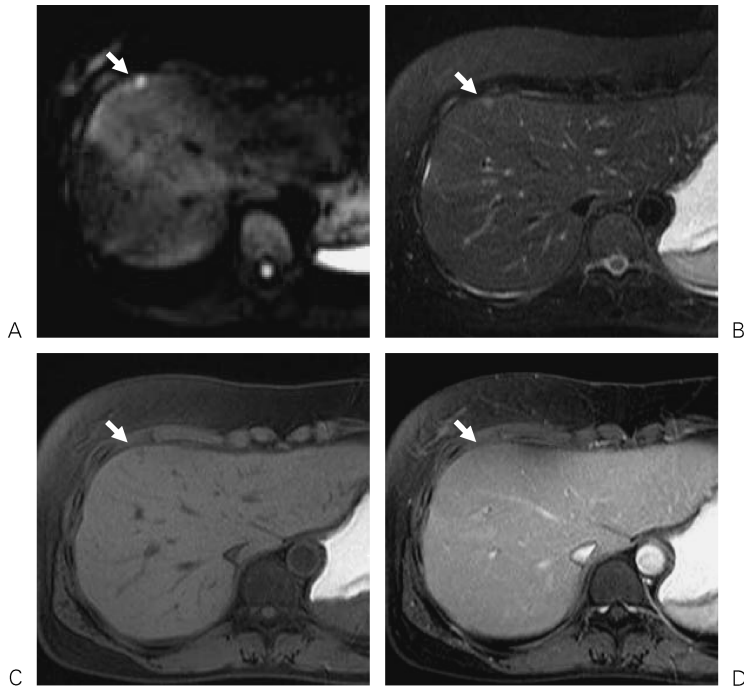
A hepatic metastasis due to pancreatic cancer of a 35-year-old female is shown. The nodule in S4 is observed hyperintensely both on DWI (A) and T₂WI (B) (arrow). This nodule is observed as a slightly low signal area on precontrast T₁WI (C) and enhances slightly and homogeneously on arterial phase of dynamic study (D). These findings are also typical for a metastasis due to pancreatic cancer.
